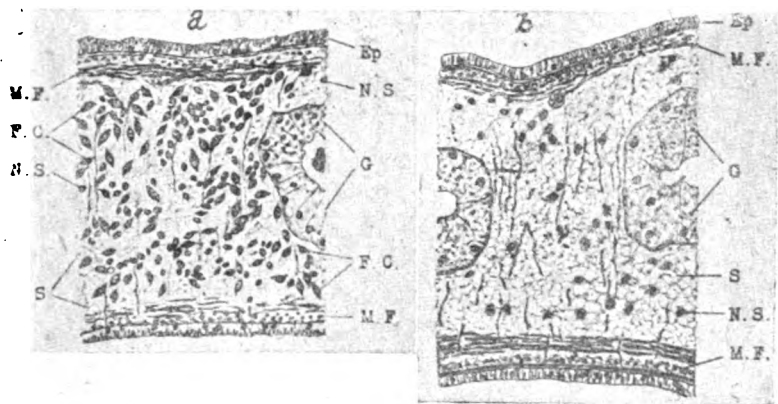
Вплив рентгенівського проміння на формативні клітини *Planaria agilis*. а. Нормальна тварина. б. Опромінена тварина. Позначення: Ep. — епітелій, F. C. — формативні клітини, N. S. — ядра мезодермального синцитію, S — мезодермальний синцитій (за W. Curtis-ом, 1928)
